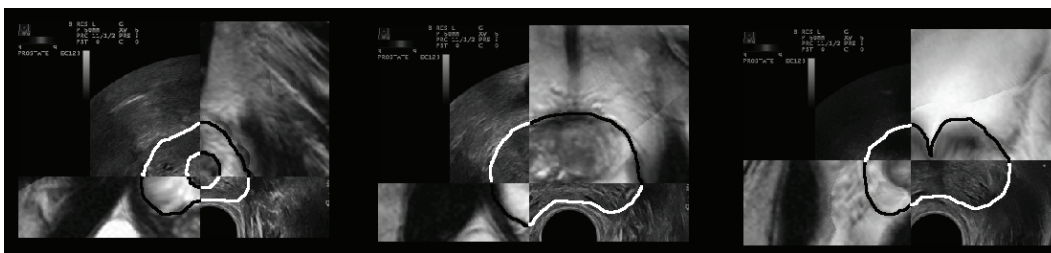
Superposition des structures prostatiques mise en évidence par la fusion des volumes d’IRM et d’échographie en vues bimodales axiales de l’apex (à gauche), du centre (au milieu) et de la base de la prostate (à droite). Les contours blancs et noirs représentent les frontières de la prostate et de l’urètre (quand il est visible) respectivement sur l’IRM et l’échographie.
